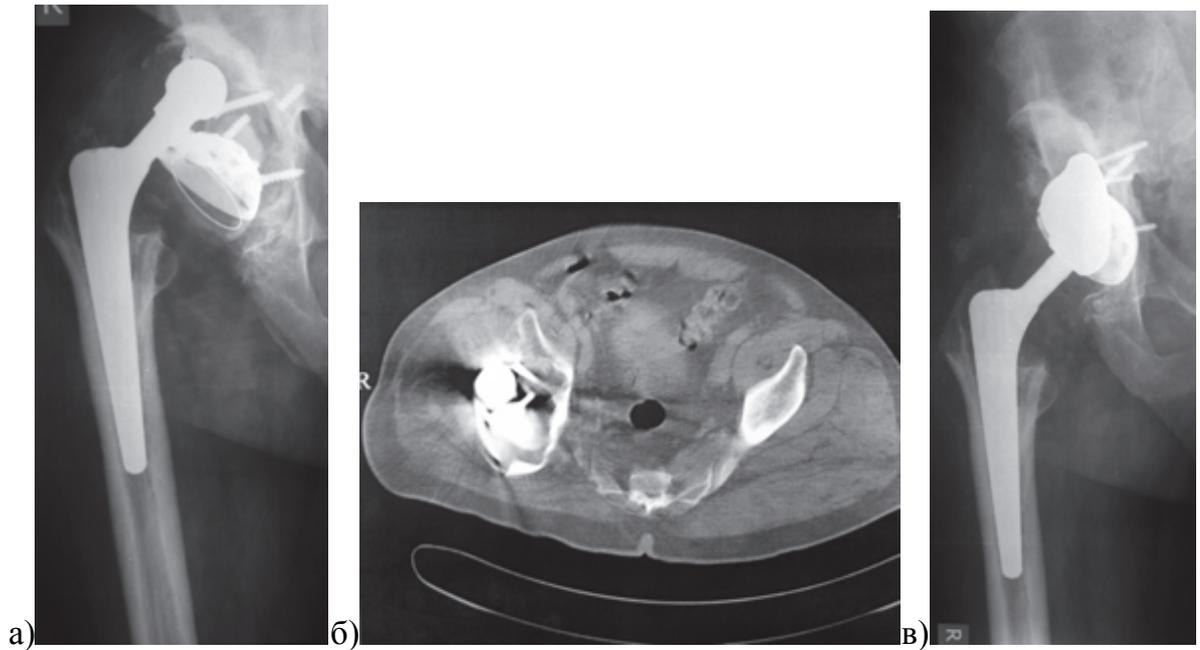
Рентгенограммы и КТ пациента 59 лет, которому 2 года назад выполнено эндопротезирование правого тазобедренного сустава по поводу последствий перелома вертлужной впадины, установлено кольцо Мюллера, обращение по поводу рецидивирующих вывихов: а) на прямой рентгенограмме правого ТБС определяется избыточно латеральная позиция кольца Мюллера с признаками асептического расшатывания, что заставляет думать о том, что оно было установлено в область ложной впадины; б) на поперечном срезе КТ хорошо видно, что кольцо смещено кзади; в) выполнена реконструкция сегментарного дефекта в задне-верхнем отделе высокопористым металлическим аугментом и имплантирована пресс-фит впадина с дополнительной фиксацией винтами
